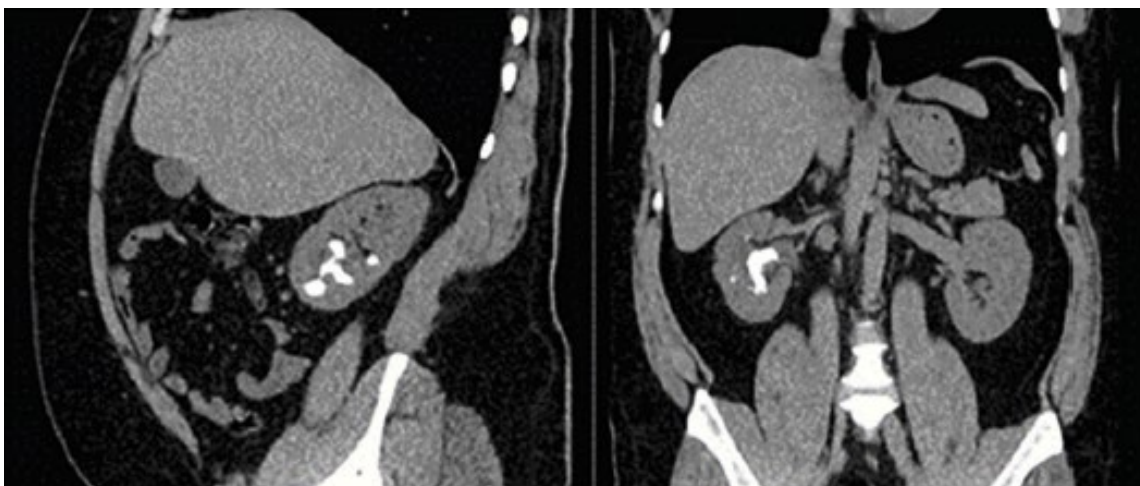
Бесконтрастная компьютерная томография брюшной полости и малого таза в сагиттальной и фронтальной проекциях, демонстрирующая коралловидный конкремент справа.
